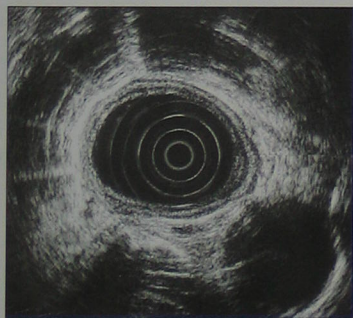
主动脉水平可见正常食管壁。壁层薄,图中央可见超声内窥镜和气囊。
